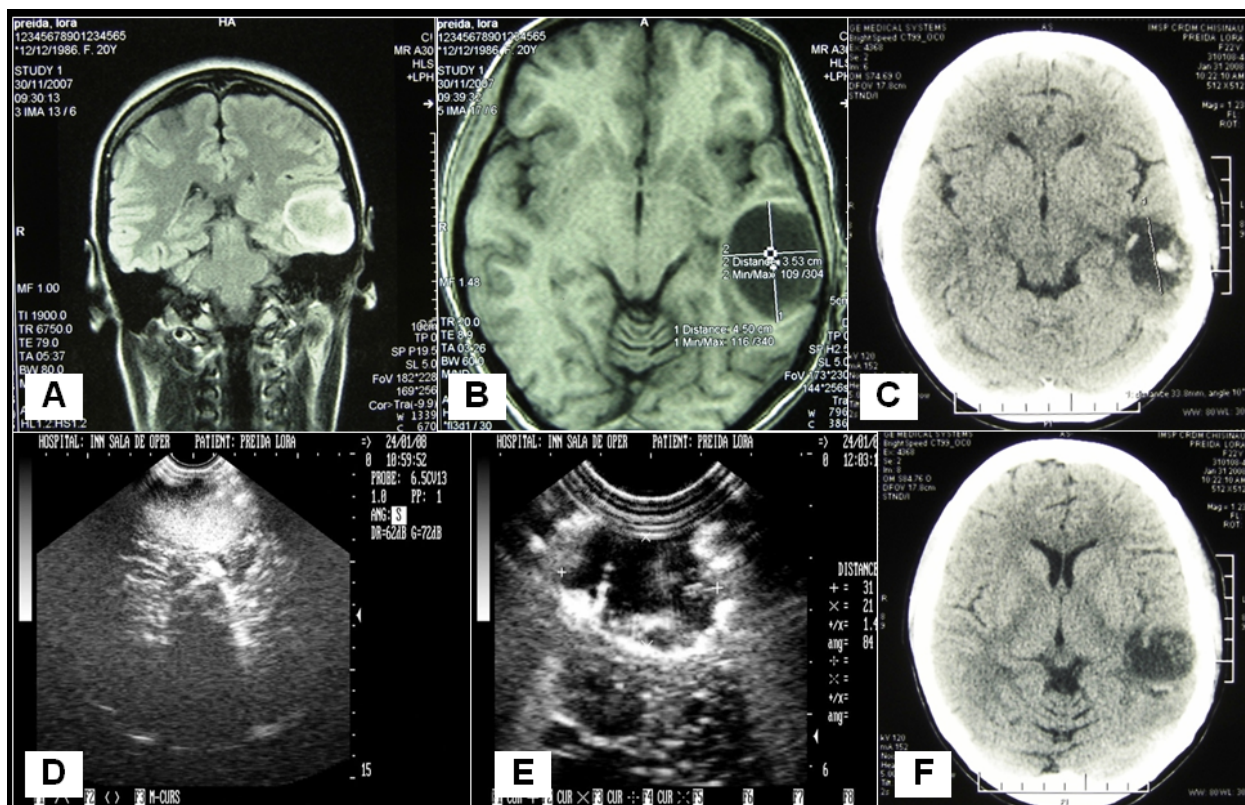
(A). RM coronară nativă a unei paciente de 20 ani cu astrocitom fibrilar de lob temporal stînga. (B) RM axială cu remediu de contrast. (C). CT nativă la 5 zile postoperator care determină cavitate postrezețională și un mic chiag sanguin hiperdens. (D) USIO la începutul intervenției chirurgicale ce determină tumoare hiperecogenă. (E) USIO la sfîrșitul intervenției – cavitate postrezețională hipo-anecogenă. (F) CT nativă după efectuarea unei cure de radioterapie (45Gy), lipsa semnelor de recidivare.
